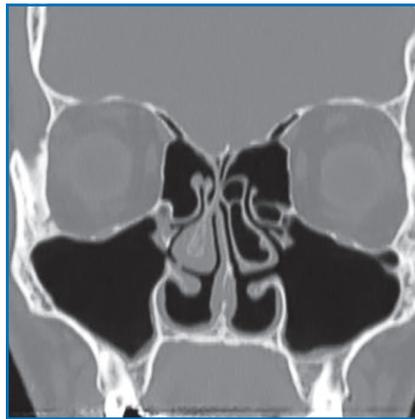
TDM du massif facial en coupe coronale, après turbinectomie inférieure bilatérale.
